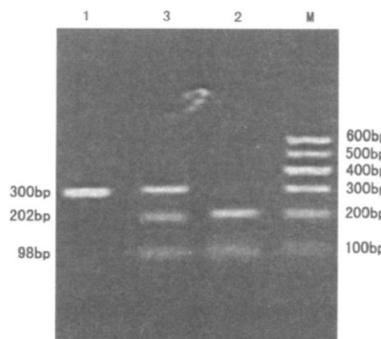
纤维蛋白原 β148C/T 酶切产物电泳图 M 为 Marker，1 为突变纯合子 TT 基因型，2 为野生纯合子 CC 基因型，3 为突变杂合子 CT 基因型。
